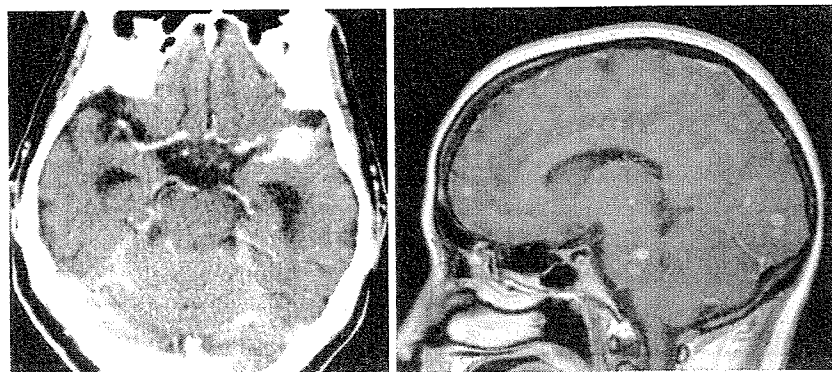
結核性髄膜炎の造影頭部CT（左）、造影頭部MRI（右）所見
